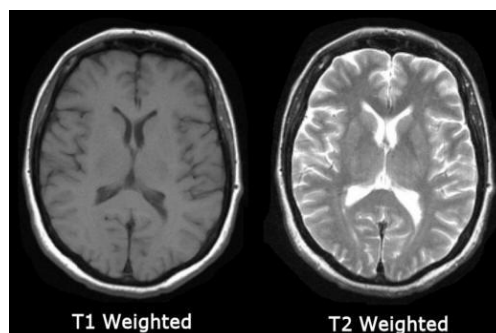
T_1 - и T_2 - изображения головного мозга, полученные с помощью МР томографа
